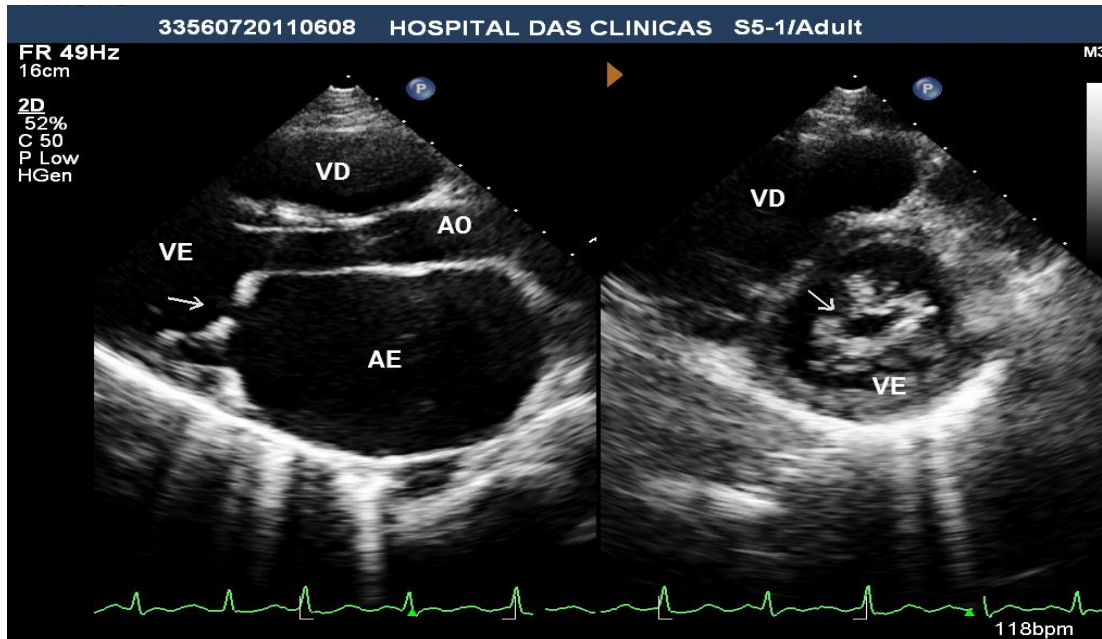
Imagem ao ecocardiograma transtorácico, eixo longo paraesternal à esquerda e eixo curto à direita evidenciando grande aumento do átrio esquerdo com significativa restrição da abertura valvar (paciente número 10).
